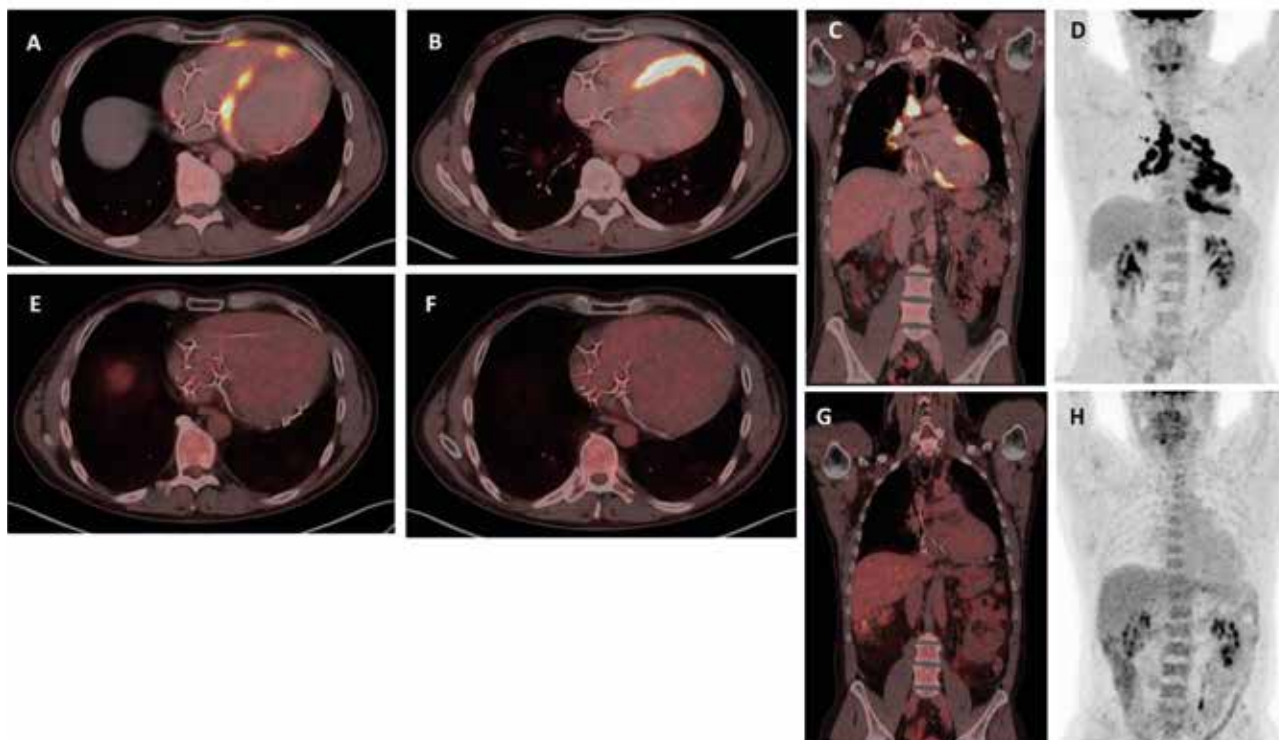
^{18}F FDG PET/CT-undersökning av en patient med hjärtsarkoidos. Bilder tagna vid diagnos visar flera områden med fläckigt ökat aktivitetsupptag i myokardiet, i både höger och vänster kammare samt i septum (A och B) men även kraftigt hypermetabola adenopater i mediastinum och lumphili (C och D). Fullständig regress av upptaget i myokardiet (E och F) och thorakala lymfkörtlar (G och H) efter behandling med metotrexat. Observera total avsaknad av fysiologiskt upptag i hjärtat, som tecken på adekvat förberedelse.
